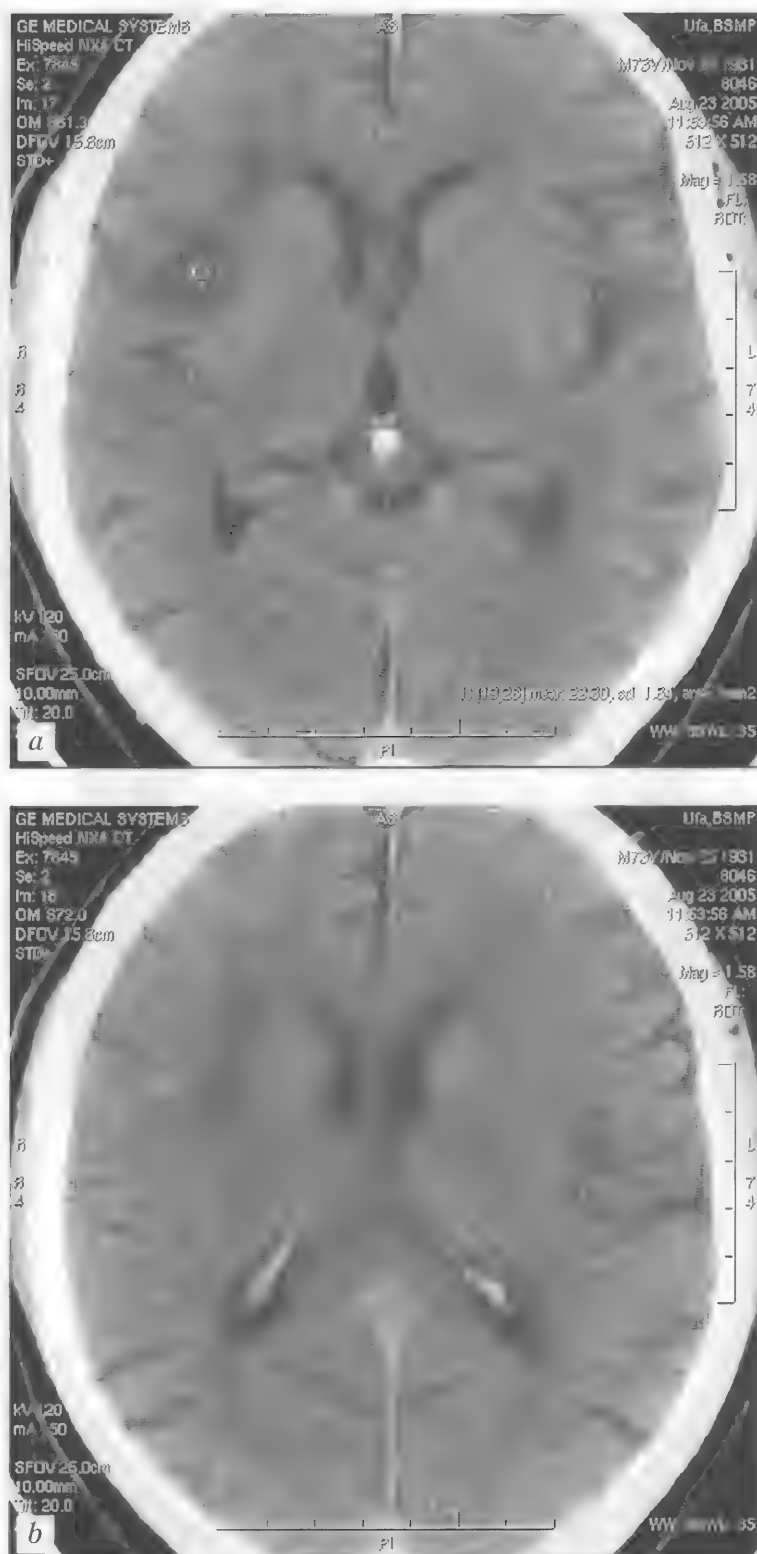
Больной З., 73 года. Ишемический инсульт в субкортикальных отделах правой теменно-височной области. КТ (неконтрастная) — а, б
